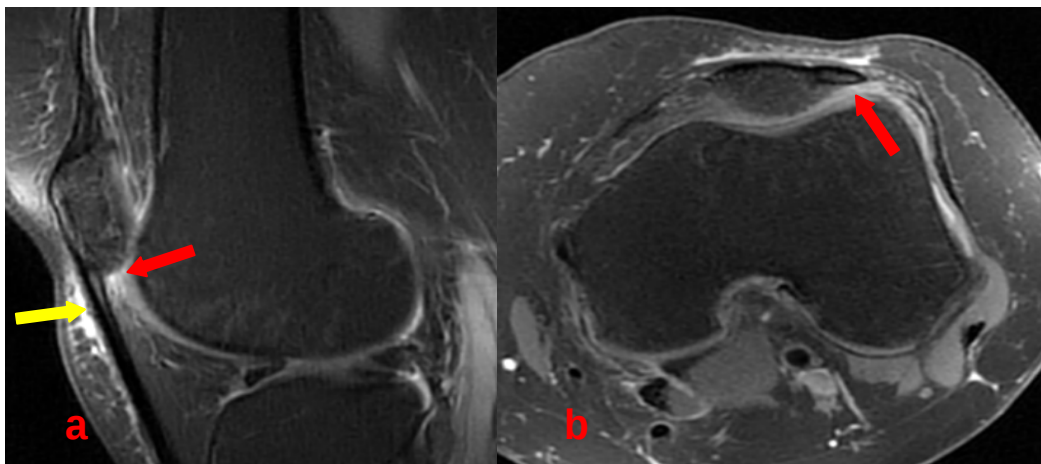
IRM de l'articulation du genou
